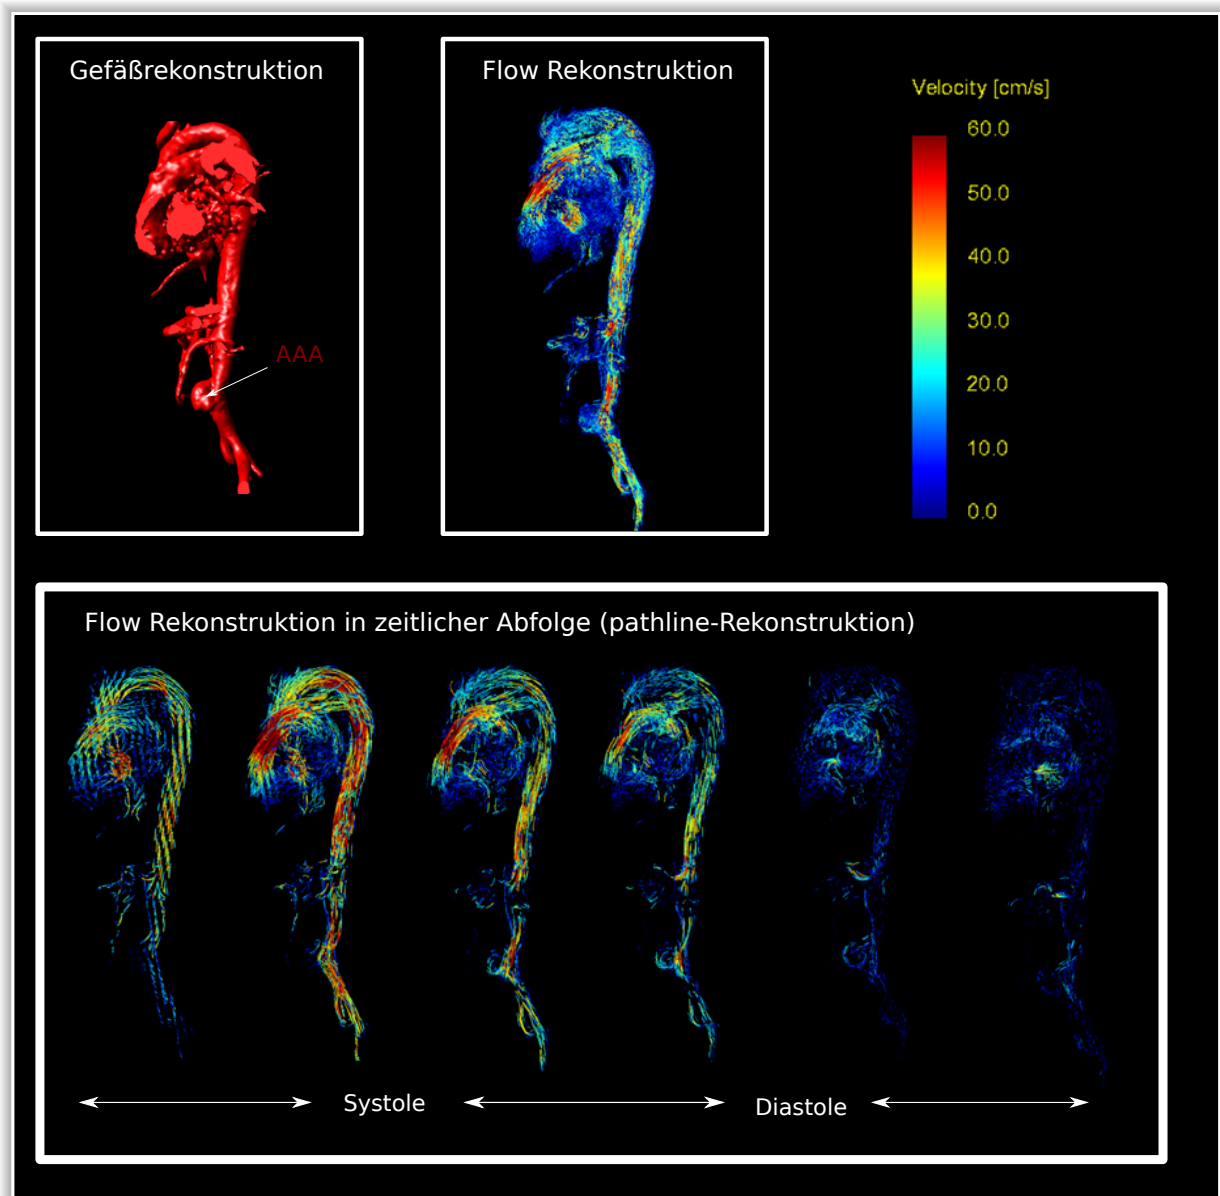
Rekonstruktionsmöglichkeiten mit 4D flow MRI am Beispiel eines männlichen Patienten mit abdominellem Aortenaneurysma (AAA) – Neben der Gefäßrekonstruktion ist auch eine Flussrekonstruktion (Flow Rekonstruktion) möglich; der Fluss wurde hier mit *pathlines* dargestellt, die Geschwindigkeit ist farbkodiert dargestellt (siehe Skala)
